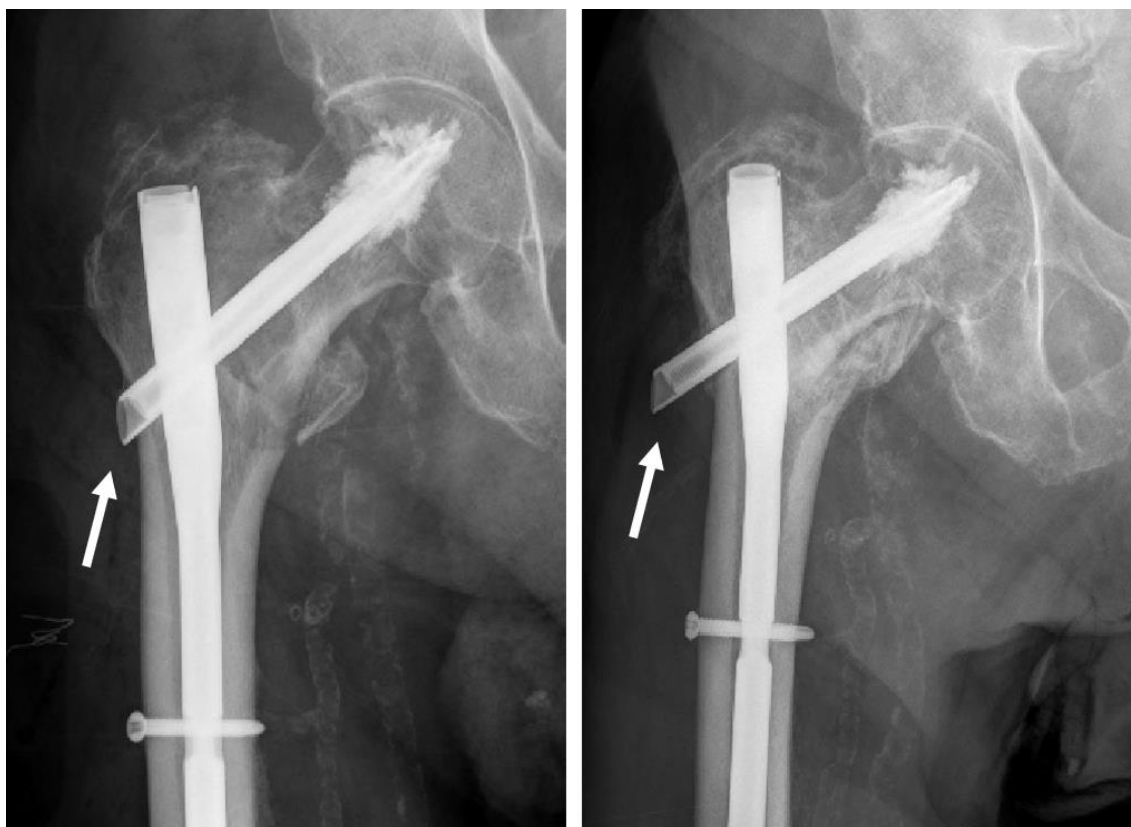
Radiografías de un paciente intervenido con TFNA en el que se ha producido *back out*. La imagen izquierda fue tomada el día posterior de la intervención y la derecha en la revisión de los 6 meses. Las flechas blancas señalan el extremo lateral del tornillo cefálico. Obsérvese el deslizamiento.
